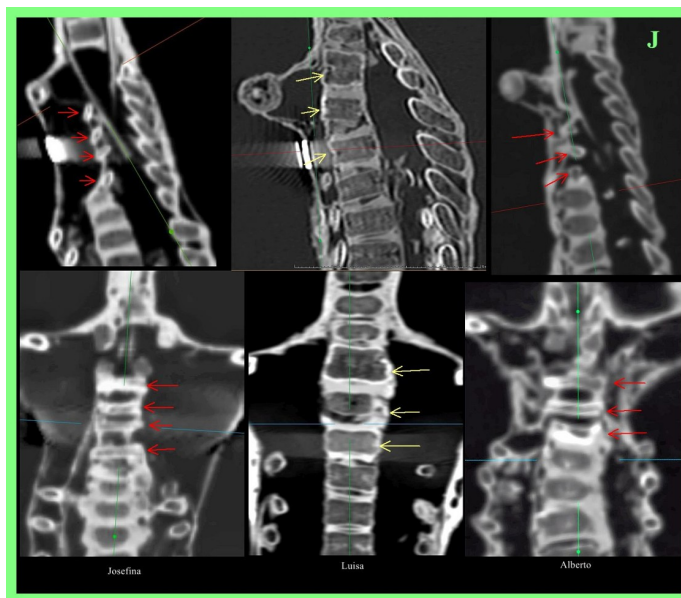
TC 2D sagital (imágenes superiores) y coronal (imágenes inferiores) de la columna torácica de 'Josefina' (imágenes izquierdas), 'Luisa' (imágenes centrales) y 'Alberto' (imágenes derechas). Los cuerpos vertebrales en 'Luisa' (flecha amarilla) son prominentes y convencionales, pero en 'Josefina' y 'Alberto' las vértebras torácicas superiores (flechas rojas) son completamente diferentes, con los cuerpos vertebrales reemplazados por estructuras estrechas en forma de barra con espacios entre ellas, semejantes a una escalera. Hay un amplio espacio entre la columna cervical y la vértebra torácica más superior, aunque los elementos posteriores permanecen intactos.
